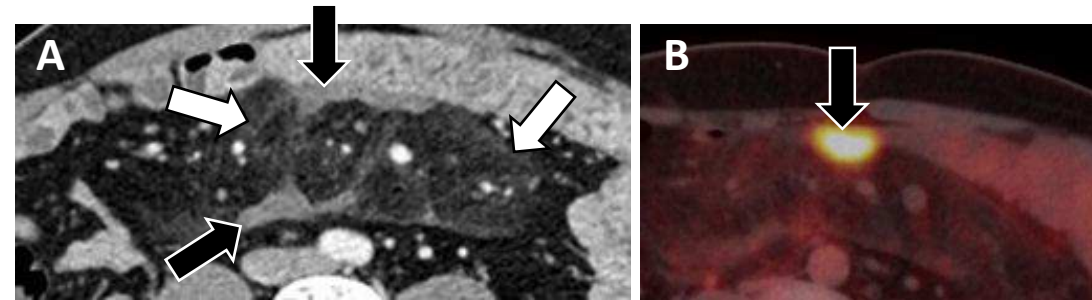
(A) TC axial portal con trabeculación de la grasa (*flecha blanca*) y componente sólido (*flecha negra*), sugestivo de un estadio fibrótico más avanzado y que muestra hipermetabolismo en PET-TC 18F-FDG (B). La biopsia evidenció inflamación crónica con fibrosis, concordante con mesenteritis. La captación en PET puede observarse en benignidad debido a su componente inflamatorio.
